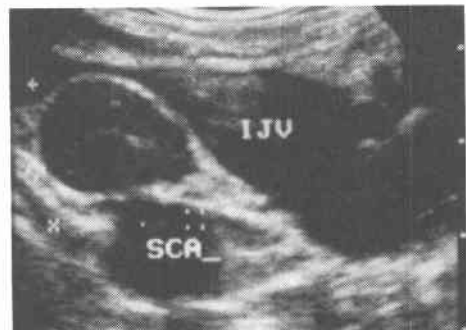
Ultrasonographic picture of lymphnode metastasis (No. 101).
